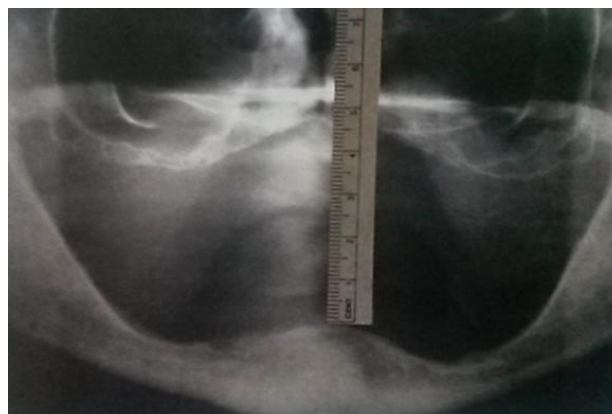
Ortopantomografía que muestra la involución senil fisiológica maxilar y mandibular con resorción acentuada de todo el reborde residual con mayor predominio en la región incisiva.
